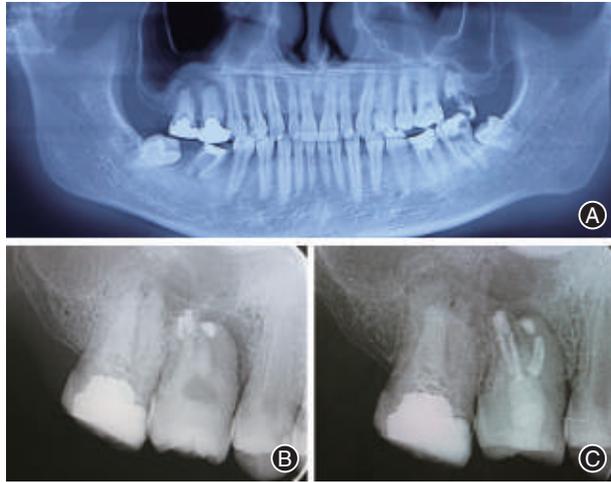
患者,男,20岁,16根尖周病变,使用48牙移植替代16牙治疗过程影像学资料(拔牙断根) A:术前CT示16可见根尖周病变,38、48牙阻生未完全萌出;B:术后即刻根尖X线片,可见根尖手术影像,移植牙位置良好;C:术后1年根尖X线片,示根充良好,移植牙愈合良好。
